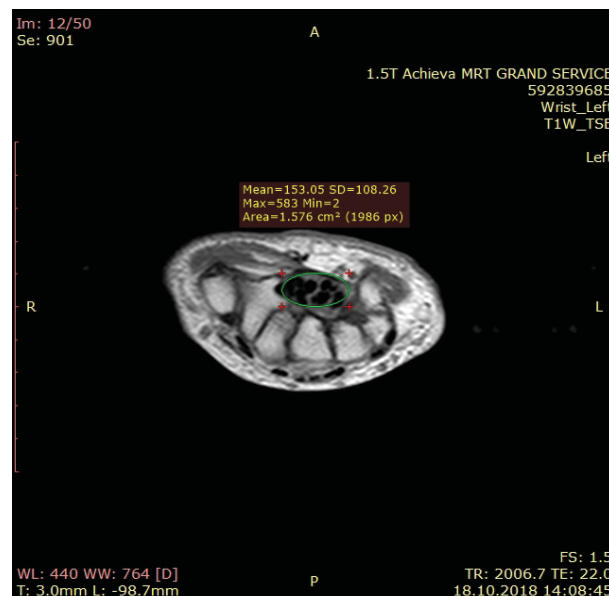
Томограмма кисти в центральной части карпального канала. Пациентка Ш., 57 лет. Диагноз: компрессионная нейропатия правого срединного нерва в карпальном канале, II стадия по Szabo (1992)
